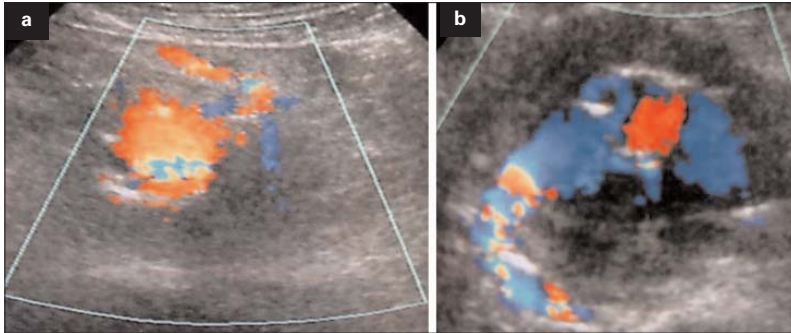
Eco-Doppler de control: a) Endofuga tipo II por arteria mesentérica inferior; b) Permeabilidad de la fistula aortocava mantenida por la endofuga.
